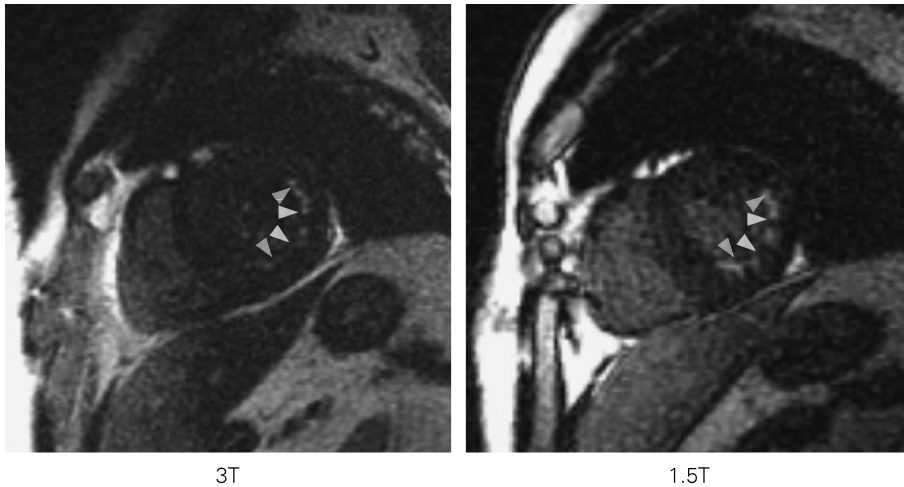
Case of old myocardial infarction (case # 1). Delayed enhancement images of mid ventricular short axial view obtained with gated fast gradient echo with IR pulse by 3T MRI (TI=320 ms) and 1.5T MRI (TI=280 ms). The both images show subend delayed enhancement in territory of the left circumflex artery (arrowheads). Note the high SNR and quality in 3T MRI.
